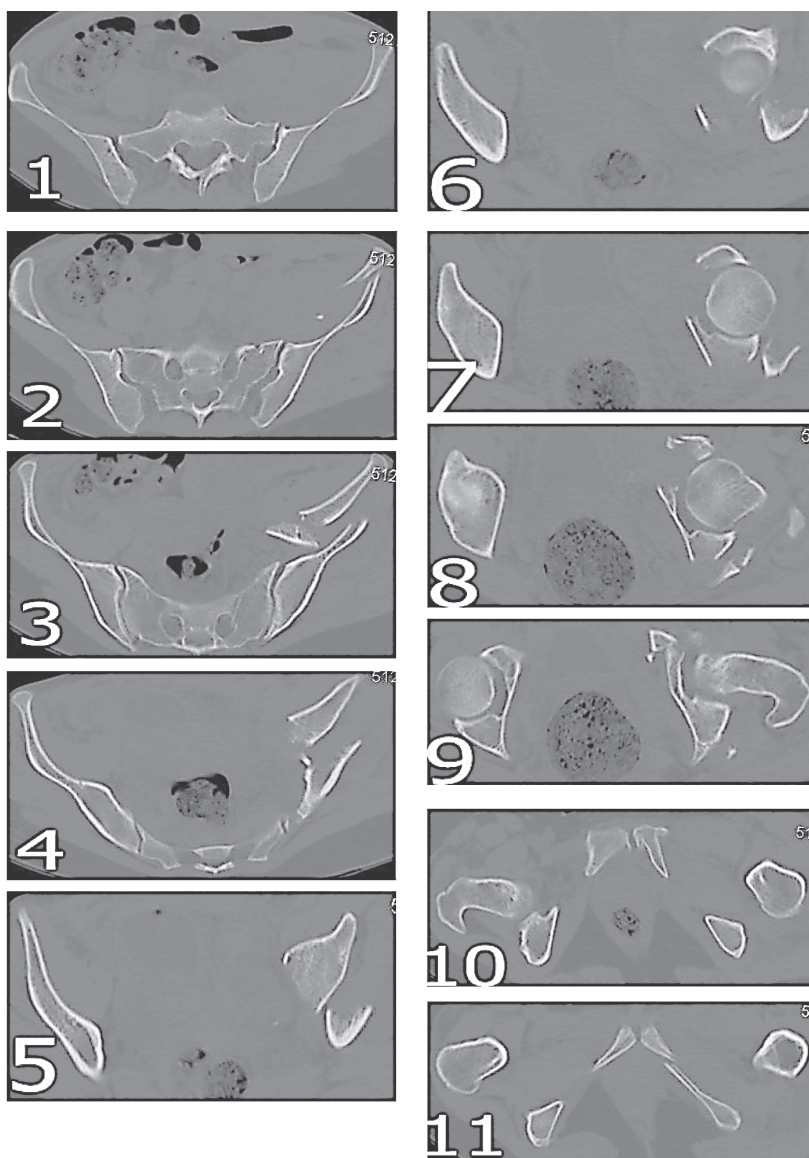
КТ таза у пациентки Д. Перелом обеих колонн вертлужной впадины
